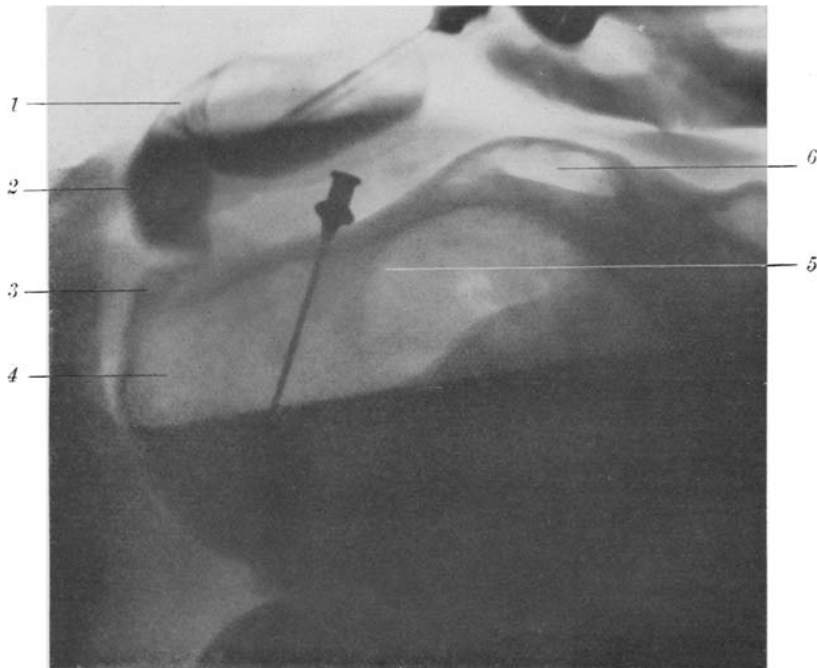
Röntgenphotographie der mit Bariumbrei gefüllten Fehlbildung. 1 = Gallenblase, halb mit Luft gefüllt; 2 = aufliegendes Collum der Gallenblase; 3 = Cysticus, Pars valvularis; 4 = Cyste, halb mit Luft gefüllt; 5 = Sporn an der oberen Wand der Cyste (Cyste etwas eingefallen); 6 = Hepaticus?
